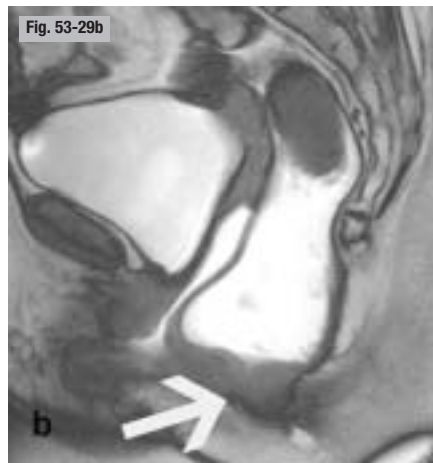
Anisme. IRM pelvienne dynamique. a) Au repos. b) En poussée. Absence d'ouverture du canal anal lors des efforts de poussée (b, flèche).
